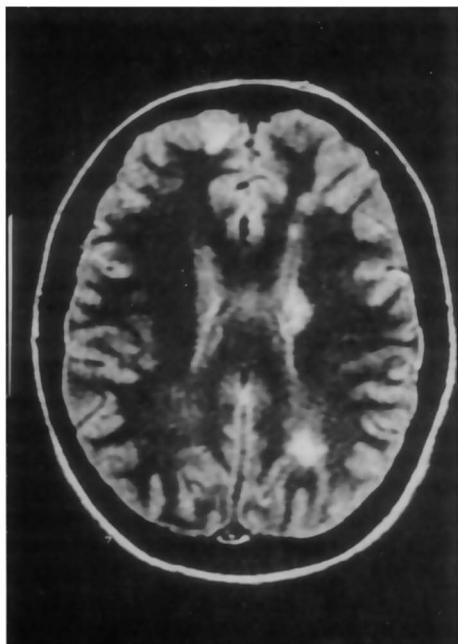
Ressonância magnética do crânio com aquisição de imagens em T2, realizada sete meses após o tratamento. Percebe-se redução importante das lesões desmielinizantes verificadas em exames anteriores. Ainda há áreas de desmielinização bilaterais, agora de pequenas dimensões, em lobos frontal e occipital esquerdos, região periventricular esquerda e lobo parietal direito.
